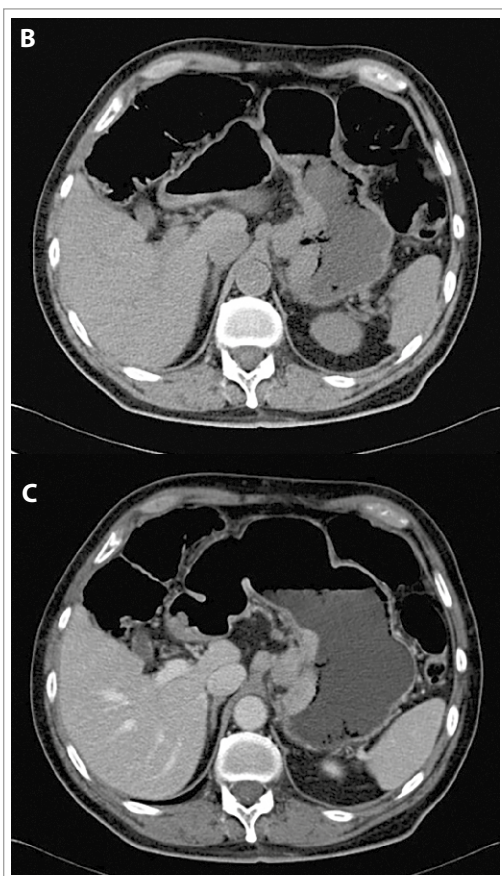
Neoplasia Neuroendocrina tipo 3. (B) TC corte axial, sin contraste. (C) TC corte axial, fase portal. Varón, 82 años. Engrosamiento parietal gastroesofágico de hasta 10 mm de espesor, ulcerado, hipercaptante, de aspecto neoplásico, asociado a adenopatías del ligamento gastrohepático de hasta 10 mm. Aspecto de adenocarcinoma. Sin lesiones hepáticas ni óseas. Sin líquido peritoneal. Se realizó gastrectomía total más linfadenectomía. Biopsia concluyó cáncer gástrico Bormann II, tipo Carcinoma Neuroendocrino, de 6 x 5 cm, en tercio superior y pared posterior gástrica. Infiltración hasta la serosa. Permeación linfática y vascular (+), invasión perineural (+). Cromogranina (+). Sin otras lesiones mucosas asociadas. 1 ganglio con metástasis de 5 disecados.
